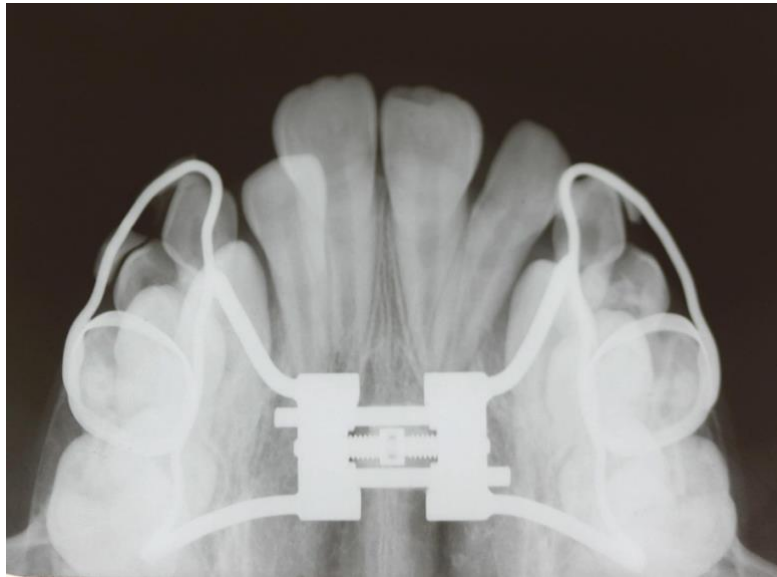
Radiografia oclusal após o período de contenção (6 meses), observa-se formação de novo osso na sutura. Fonte: imagem cedida por Fernanda Vicioni Marques – CROSP 115443.
